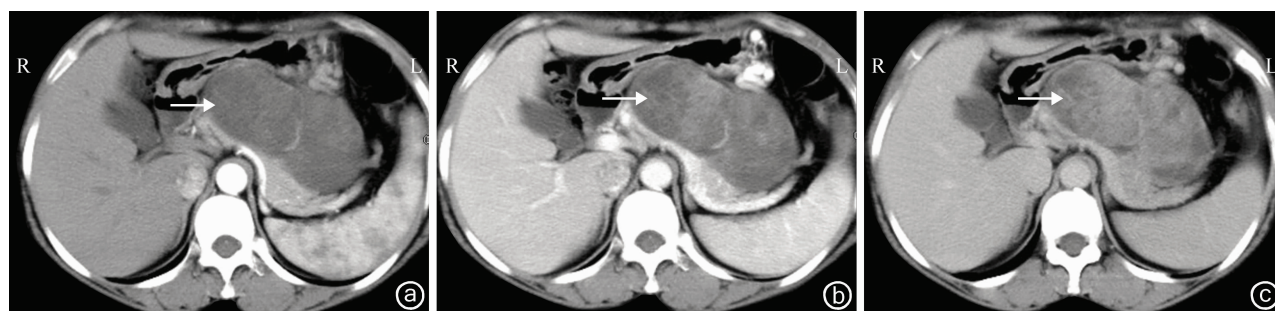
胰腺假乳头状瘤的 CT 检查示胰腺体尾部巨大的囊实性占位性病变(→),其内不均匀强化,可见分隔和实性部分;囊变肿块中间的明显强化实性乳头样病变是特点,门静脉期强化比动脉期更加明显,能够观察到更多的实性成分 11a:动脉期;11b:门静脉期;11c:延迟期
